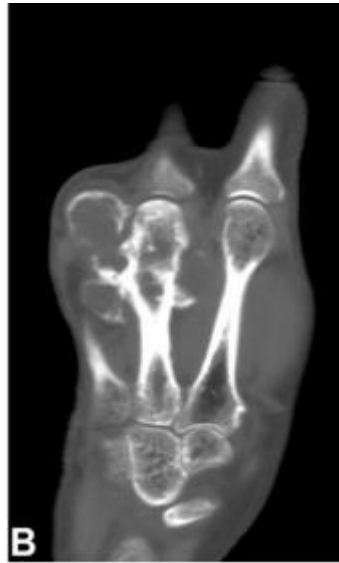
TDM de la main d'une femme de 71 ans présentant un chondrosarcome périphérique du troisième métacarpien
